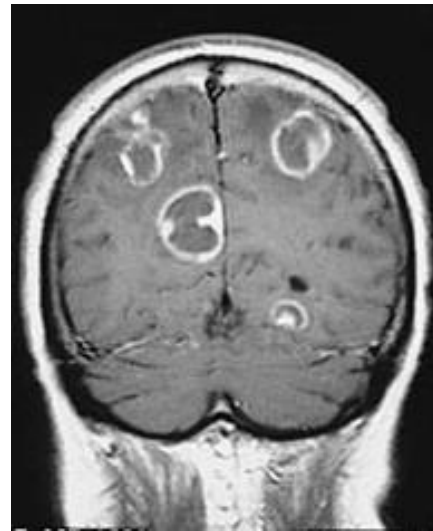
TC de paciente com Neurotoxoplasmosse (Foto Original) Figura 2: RNM de paciente com Neurotoxoplasmosse
